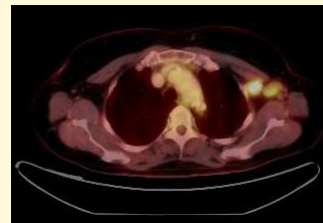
PET-TAC con adenopatías axilares izquierdas con captación patológica de FDG.
